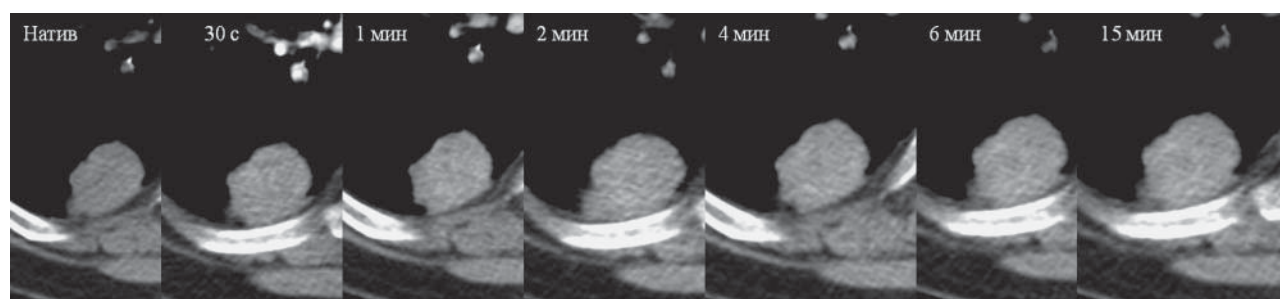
Динамическая КТ легких с пониженной лучевой нагрузкой. Контуры очага в легком и его структура хорошо визуализируемы, однако обращает на себя внимание некоторая “зернистость” изображения.
